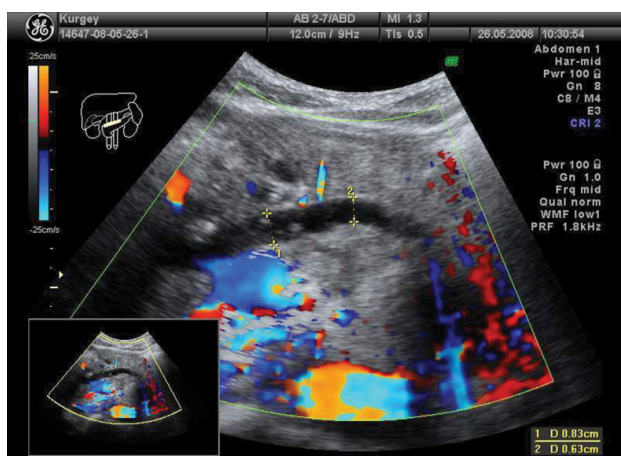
УЗИ. Картина хронического панкреатита (расширенный вирсунгов проток).
